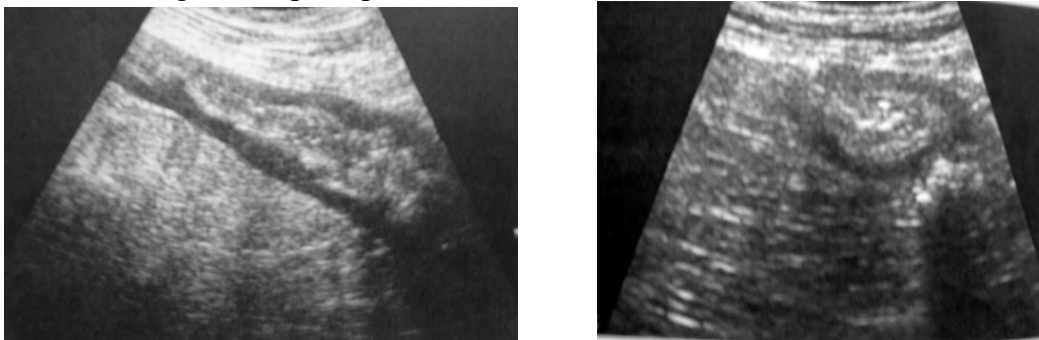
Ultrasonido longitudinal y transversal de sigmoides, con engrosamiento y disminución en la ecogenicidad de la pared.
